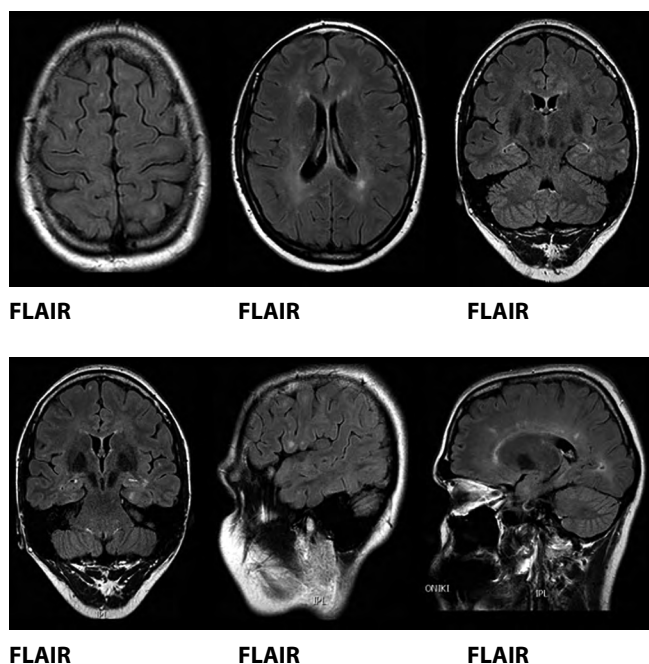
МРТ головного мозга пациентки С. в 2019 г.
